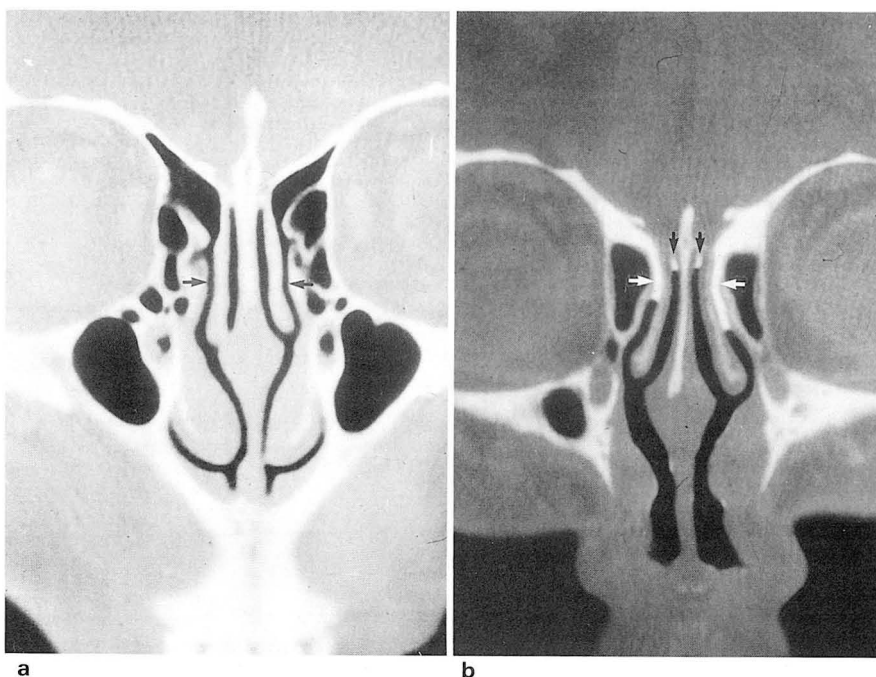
a. Non-contrast coronal oblique CT scan shows patent frontonasal ducts (arrows) and clear paranasal sinuses without mucoperiosteal thickening.
